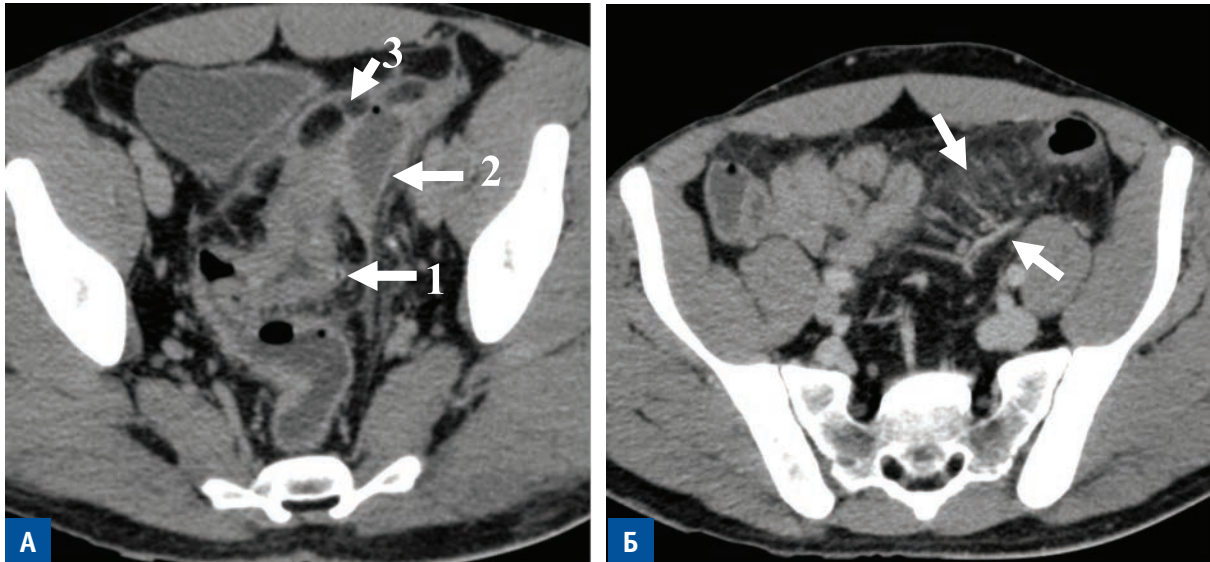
А. КТ с внутривенным контрастированием, аксиальная проекция. Утолщение стенки сигмовидной кишки до 1,1 см (стрелка 1); абсцесс размером до 4,2 см с пузырьком газа и неравномерно утолщенными стенками (стрелка 2); воспалительная инфильтрация клетчатки (стрелка 3); Б. Симптом «сороконожки» — выраженное кровенаполнение vasa recta брыжейки сигмовидной кишки (стрелки).
